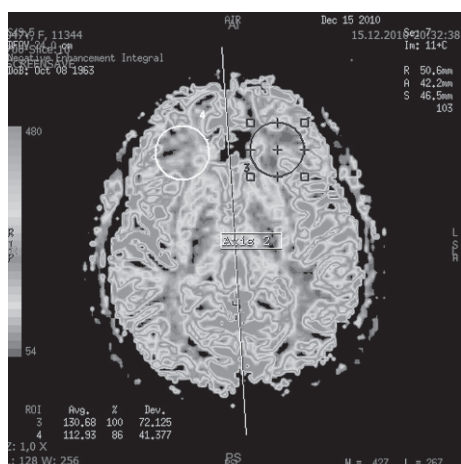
Карта МР-перфузии в период между приступами мигрени – нет различий в кровотоке в лобных областях больших полушарий
